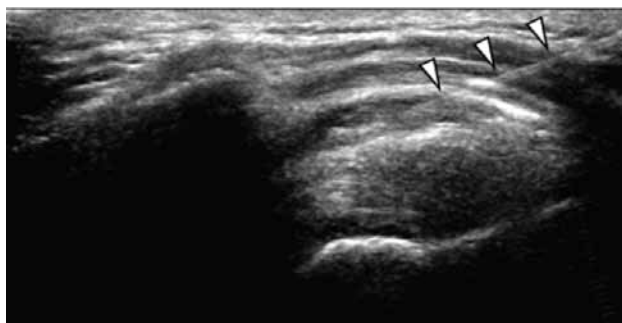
Subacromial Steroid Injection. A fine needle (arrowheads) was introduced into the subacromial bursa with ultrasonographic guidance.
